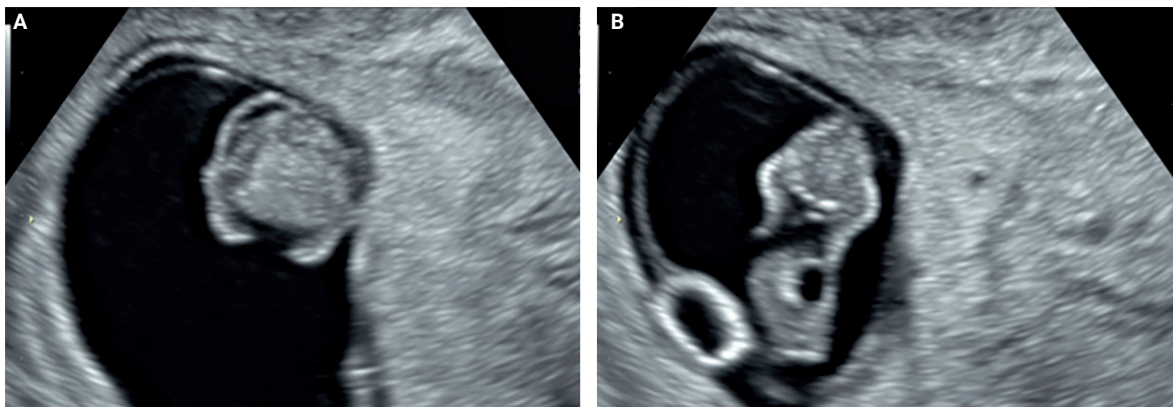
Ecografía endovaginal. A) Eje axial del tercio medio del embrión donde se observan ambas extremidades superiores. B) Eje axial tercio inferior del embrión, se evidencian ambas extremidades inferiores, edema en el cordón umbilical y un pseudoquiste.
